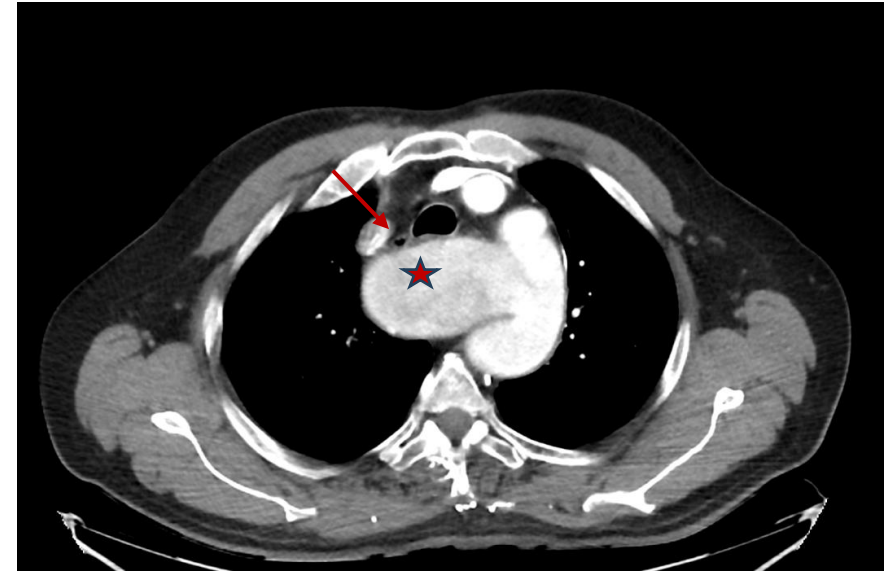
(Angio-TC torácico, corte axial): se confirma el trayecto retroesofágico (flecha) característico de la arteria subclavia aberrante, observando la compresión extrínseca del esófago por el divertículo (★).
